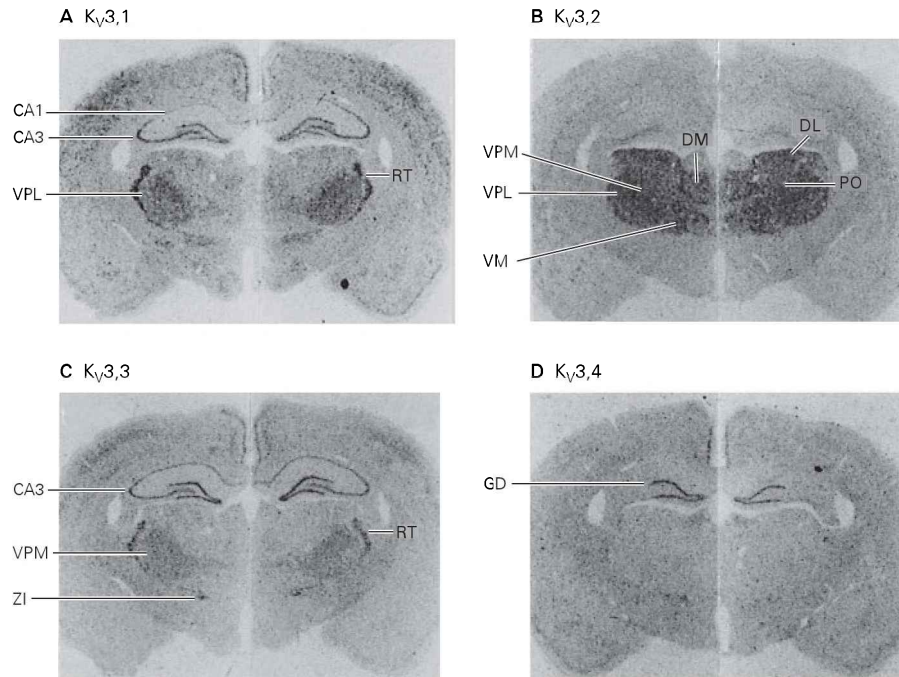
Variantes de um canal de potássio são expressas em diferentes regiões do encéfalo. Autorradiografias mostram os padrões de expressão de transcritos de mRNA dos quatro genes que constituem a subfamília K_v3 de subunidades de canais de K^+ dependentes de voltagem (determinada por hibridização *in situ*). Em cada autorradiografia, as áreas escuras representam alta densidade de expressão. O
